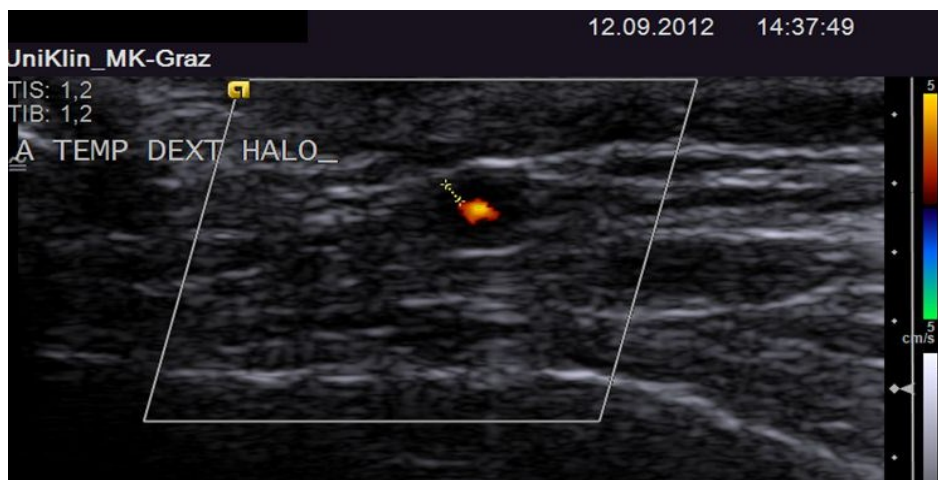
Farbcodierte Duplexsonographie einer Temporalarterie (A. temp. dext.) im Querschnitt eines Patienten mit Riesenzellarteriitis. Diese Abbildung zeigt einen Halo welcher typisch für eine RZA ist.
